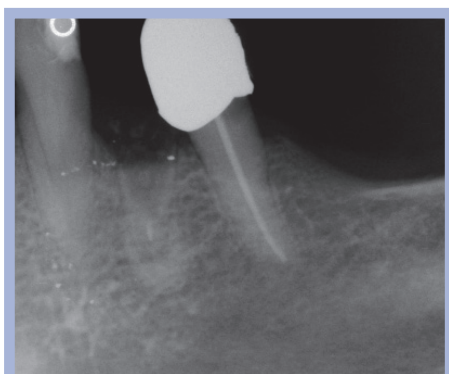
Monoedentulia inferiore, immagine radiografica
